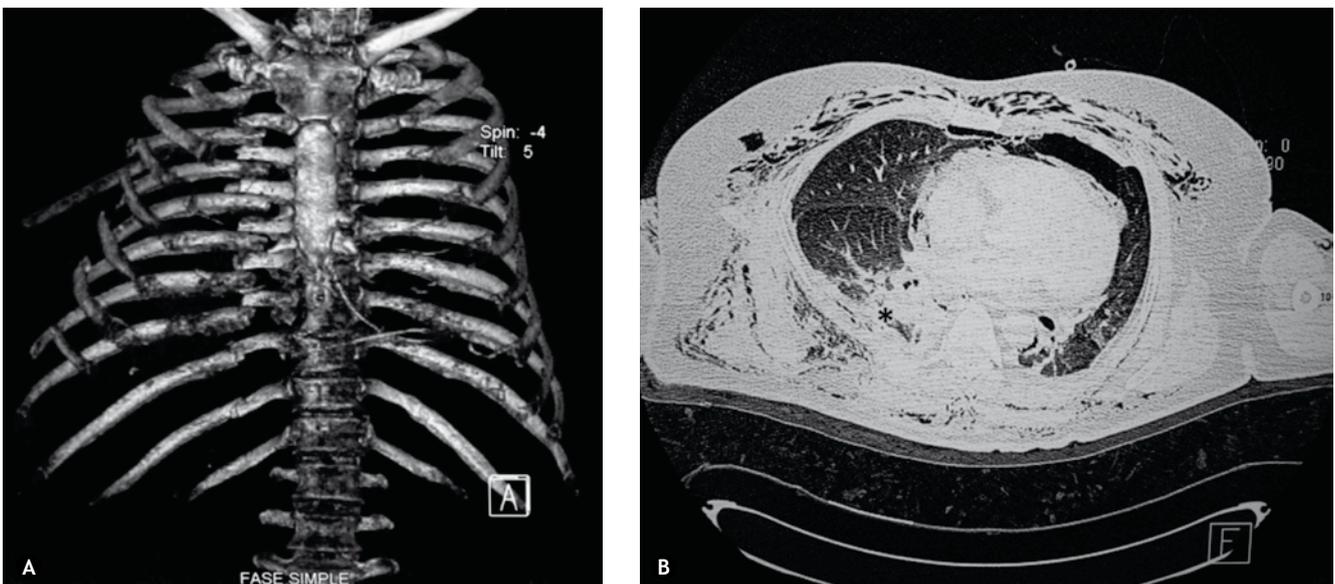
Tomografía computada A) con reconstrucción en 3ª dimensión, donde se observan 16 trazos de fractura, produciéndose un segmento inestable grande. B) Vista axial torácica en ventana pulmonar demostrando desplazo costal en sentido medial, así como un área paravertebral derecha hiperdensa (asterisco), sugiriendo lesión del parénquima.
